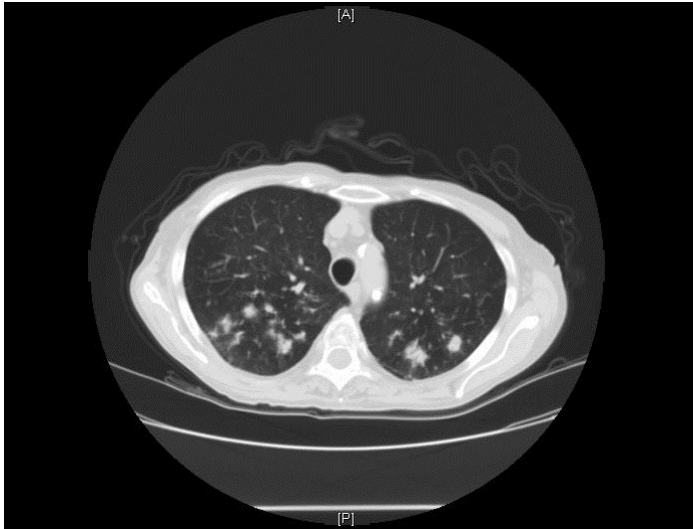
TC torace all'ingresso. Lesioni nodulari alcune delle quali con localizzazione bronchiale e multiple adenopatie alle stazioni paratracheali inferiori e alla finestra aorto-polmonare
